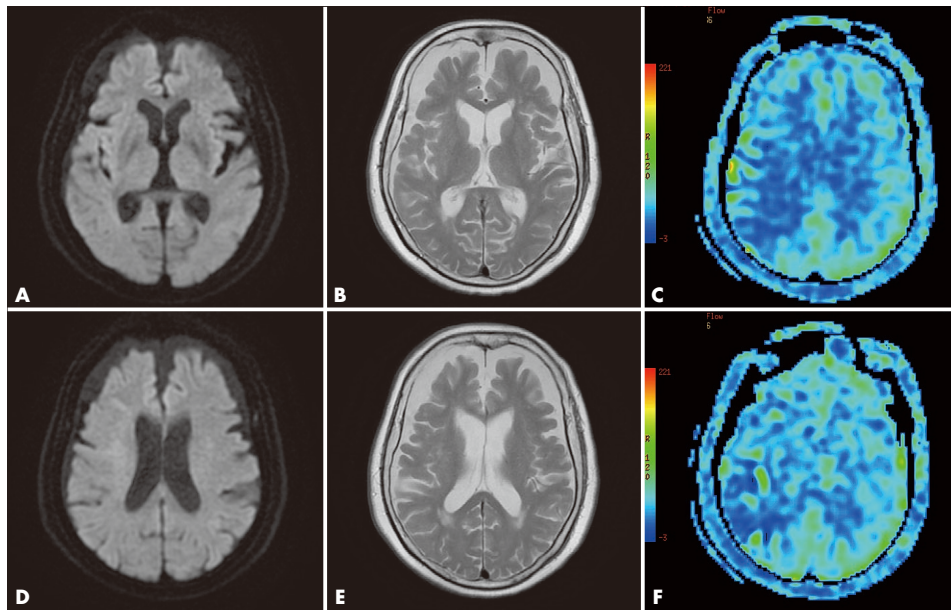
術前MRI (A and D, 拡散強調画像; B and E, T2強調画像; C and F, ASL画像):DWIにて明らかな新規脳梗塞巣は認められないが、ASL画像上右中大脳動脈領域の脳血流低下が示唆された。
